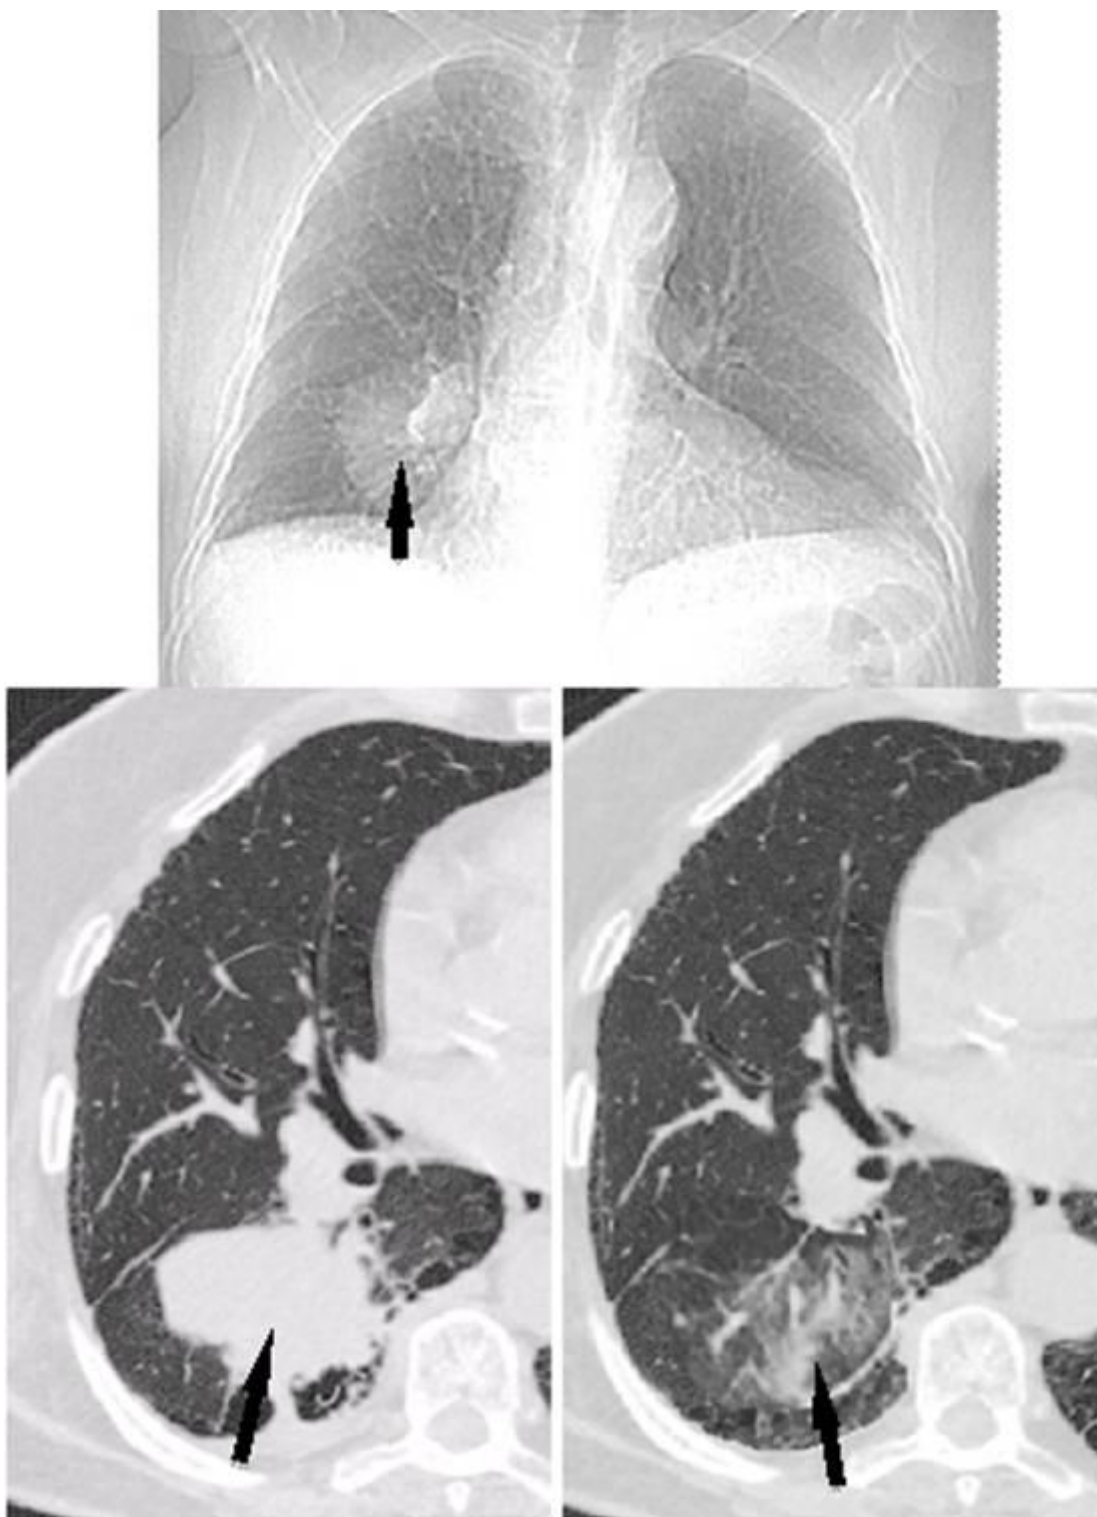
ОП, как вариант пневмонии затяжного течения. А. На рентгенограмме органов грудной клетки визуализируется область ограниченного затемнения в нижней доле правого легкого. Б. Фрагмент компьютерной томограммы высокого разрешения на уровне изменений в нижних долях легких, выполненная при поступлении: в нижней доле правого легкого зона консолидации (черная стрелка) овальной формы. Выполнена пункция под контролем КТ. При исследовании материалов биопсии:внутриальвеолярные конгломераты с признаками организации, макрофаги с пенистой цитоплазмой, нейтрофилы. В. Фрагмент компьютерной томограммы высокого разрешения на уровне изменений в нижних долях
